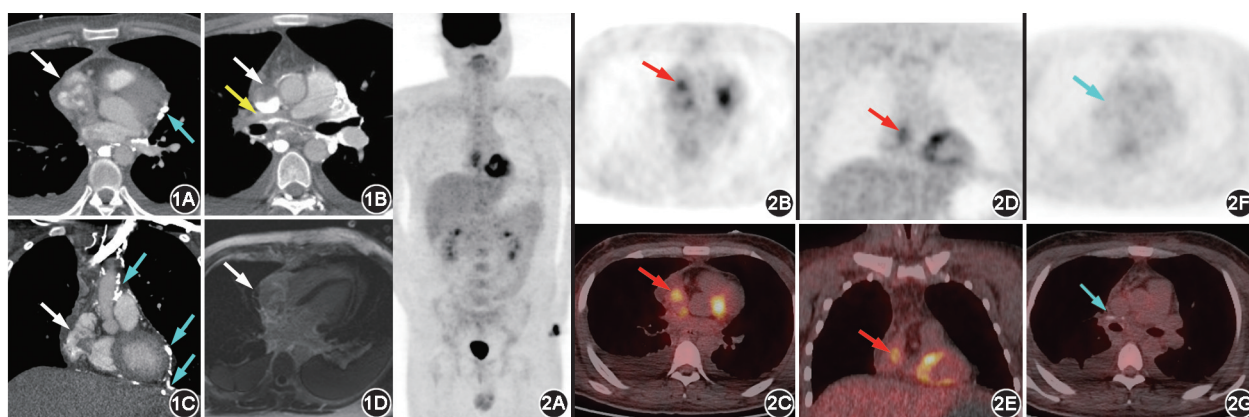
右心房和肺动脉纤维瘤患者(男, 25 岁)CT 肺动脉造影(CTPA)和心脏 MRI 图 1A~1C. CTPA 图示右心房内充盈缺损病变(白箭头示), 横截面 2.2 cm×2.0 cm, 延伸至上、下腔静脉近端; 右肺动脉主干远段及右肺动脉分支未充盈伴局部钙化(黄箭头示); 纵隔、胸椎及膈肌周围多发侧支循环血管(蓝箭头示); 1D. 心脏增强 MR 延迟显像示右心房病变边缘明显强化(箭头示) 图 2 同一患者¹⁸F-FDG PET/CT 显像图 ¹⁸F-FDG PET/CT 显像示右心房病变(红箭头示)呈代谢不均匀增高, SUV_{max} 为 4.2; 右肺动脉主干远段病变(蓝箭头示)与血池代谢相似, SUV_{max} 为 1.7; 左心室呈弥漫性生理性摄取, SUV_{max} 为 10.0。心脏纤维瘤好发于婴幼儿, 成人病例罕见, 在原发性心脏肿瘤中仅占 1%^[1], 位于肺动脉腔内的纤维瘤更为罕见。临床可有呼吸困难、心律失常、咯血等表现。心脏纤维瘤无特异性影像学征象, 需与血栓栓塞、转移瘤、其他心脏原发肿瘤进行鉴别。综合多种影像学手段有助于评估病变性质。心脏纤维瘤 CTPA 常表现为充盈缺损伴钙化, 可能是由于肿瘤血供不足导致。心脏增强 MRI 常呈等强化, 延迟扫描明显强化, 可能是由于对比剂在肿瘤胶原纤维和弹力纤维中聚积导致。心脏纤维瘤在¹⁸F-FDG PET 中的表现仅有数篇病例报道: 病变可表现为¹⁸F-FDG 高摄取^[1]、轻度高摄取^[2]或等摄取^[3]。对于本例患者, 根据临床特征及实验室检查鉴别血栓栓塞和占位性病变困难; 但多模态影像综合提示占位性病变高度可疑, 与既往报道的心脏纤维瘤影像学表现较为相符, 为后续手术提供了依据。值得注意的是, 本例局限性在于¹⁸F-FDG PET 显像前未采用高脂肪餐抑制心脏生理性摄取, 可能干扰对病变代谢活性的准确评估。尽管如此, 这一病例仍补充验证了多模态影像在心脏良性肿瘤纤维瘤的表现及临床应用价值
